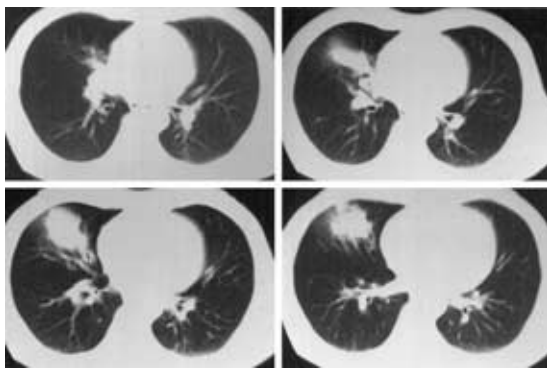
Chest CT on July 2, 2002 shows that the mass moved from the center to a peripheral lesion in right middle field.
